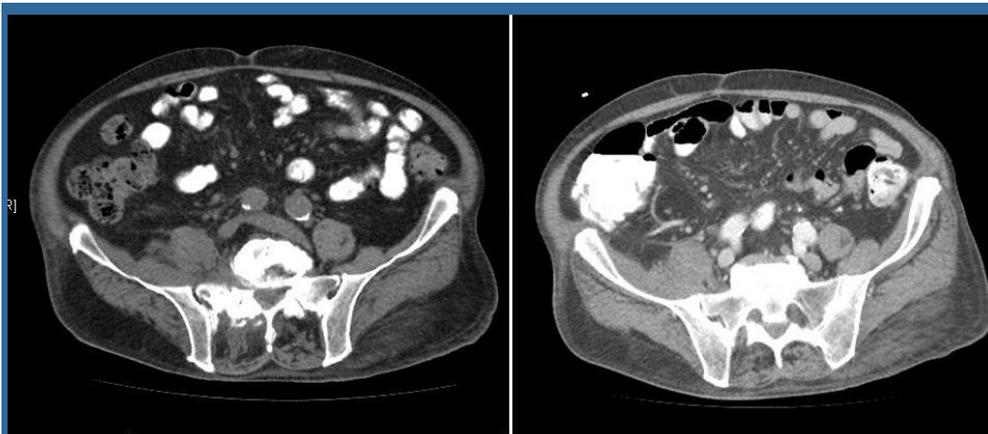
TAC del abdomen superior y pelvis: colección líquida en la fosa iliaca derecha, adyacente al músculo iliaco derecho, engrosado difusamente, con el que presenta amplio contacto (absceso retroperitoneal); colección con captación periférica de contraste en el espesor del tercio distal del músculo psoas
